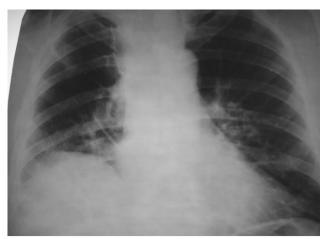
Рентгенограмма грудной клетки пациента Д. после удаления верхней доли правого легкого. Правое легкое расправлено. Купол диафрагмы при послеоперационном перемещении органов отреагировал более, чем средостение
